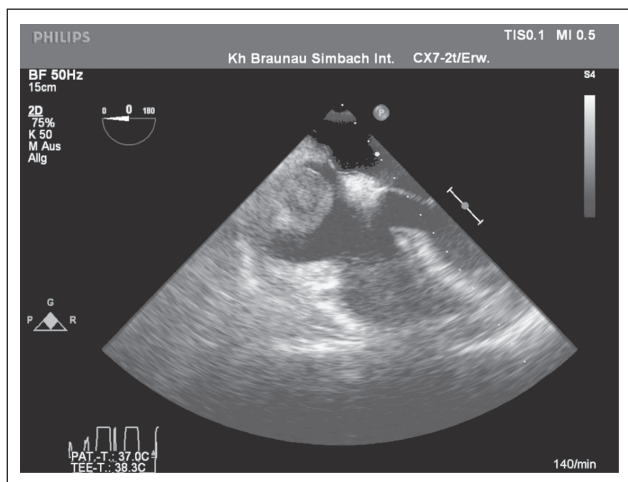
Transösophageale Echokardiographie mit Darstellung der Raumforderung im rechten Atrium.
